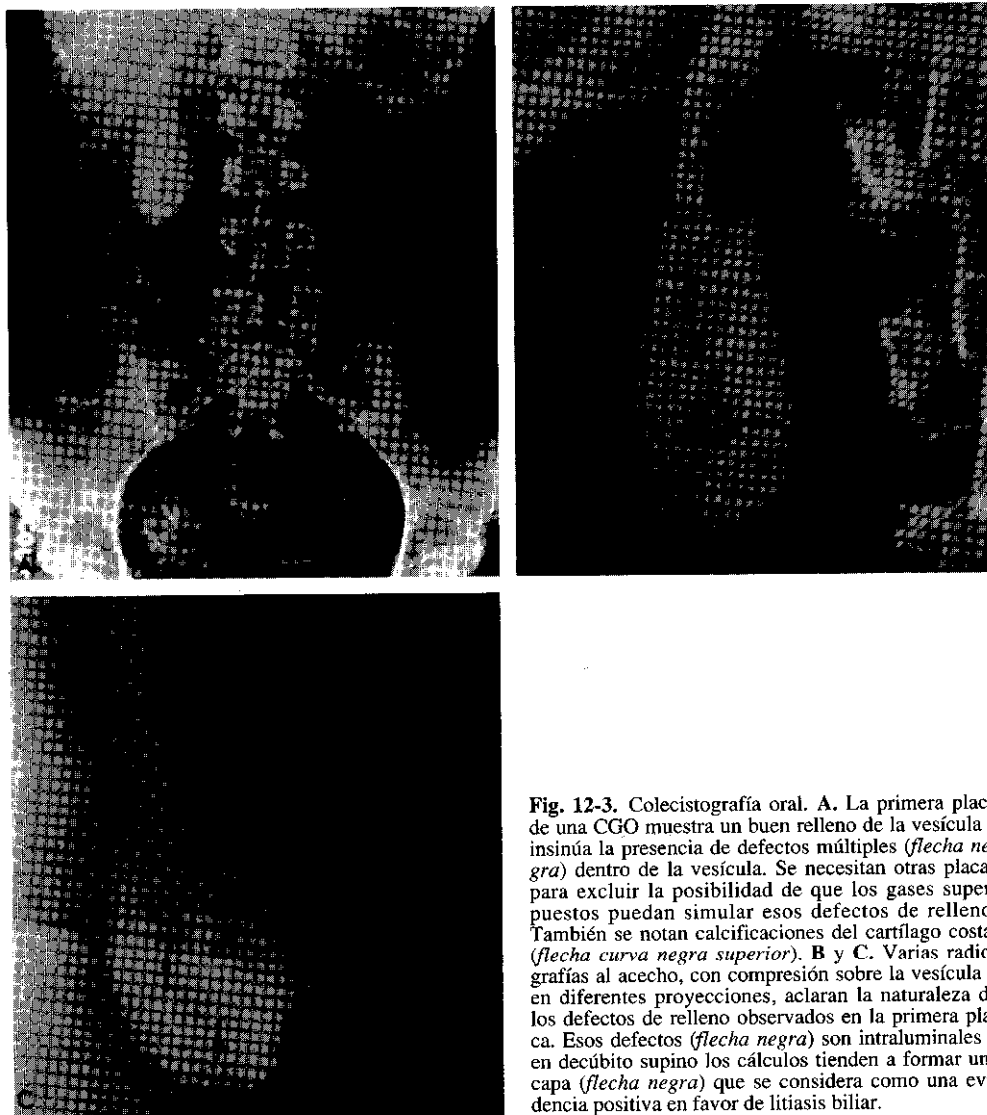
Colecistografía oral. A. La primera placa de una CGO muestra un buen relleno de la vesícula e insinúa la presencia de defectos múltiples (*flecha negra*) dentro de la vesícula. Se necesitan otras placas para excluir la posibilidad de que los gases superpuestos puedan simular esos defectos de relleno. También se notan calcificaciones del cartílago costal (*flecha curva negra superior*). B y C. Varias radiografías al acecho, con compresión sobre la vesícula y en diferentes proyecciones, aclaran la naturaleza de los defectos de relleno observados en la primera placa. Esos defectos (*flecha negra*) son intraluminales y en decúbito supino los cálculos tienden a formar una capa (*flecha negra*) que se considera como una evidencia positiva en favor de litiasis biliar.
